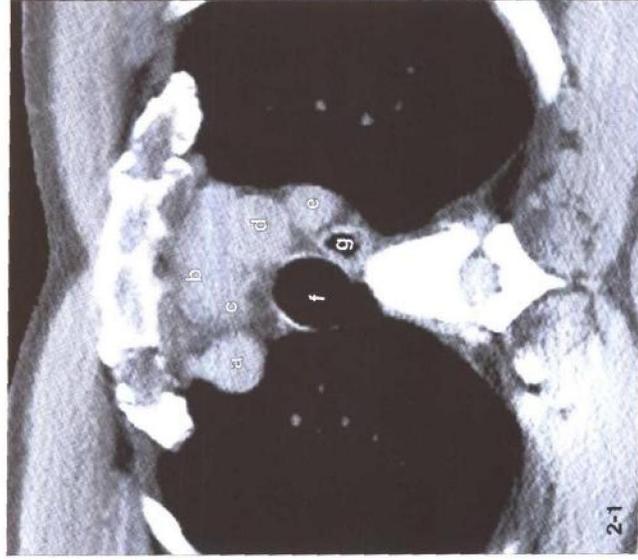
~ 2-6 心腔和大血管横断面 CT 影像
